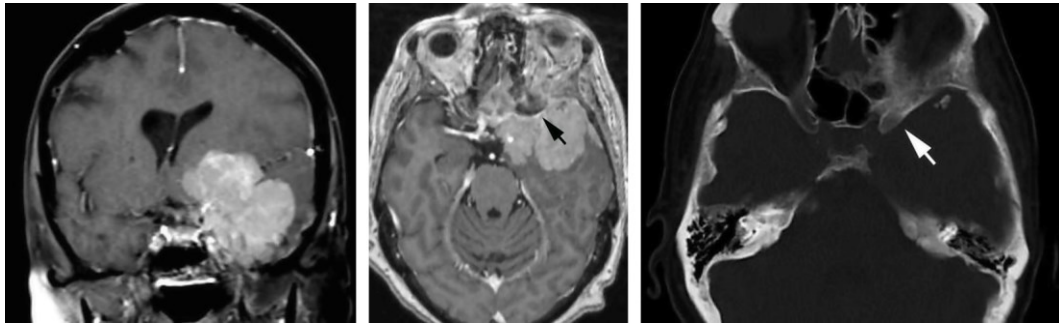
蝶骨嵴内侧型脑膜瘤，肿瘤浸润引起前床突骨质增生的 MR 影像（黑色箭头）和 CT 影像（白色箭头）。
